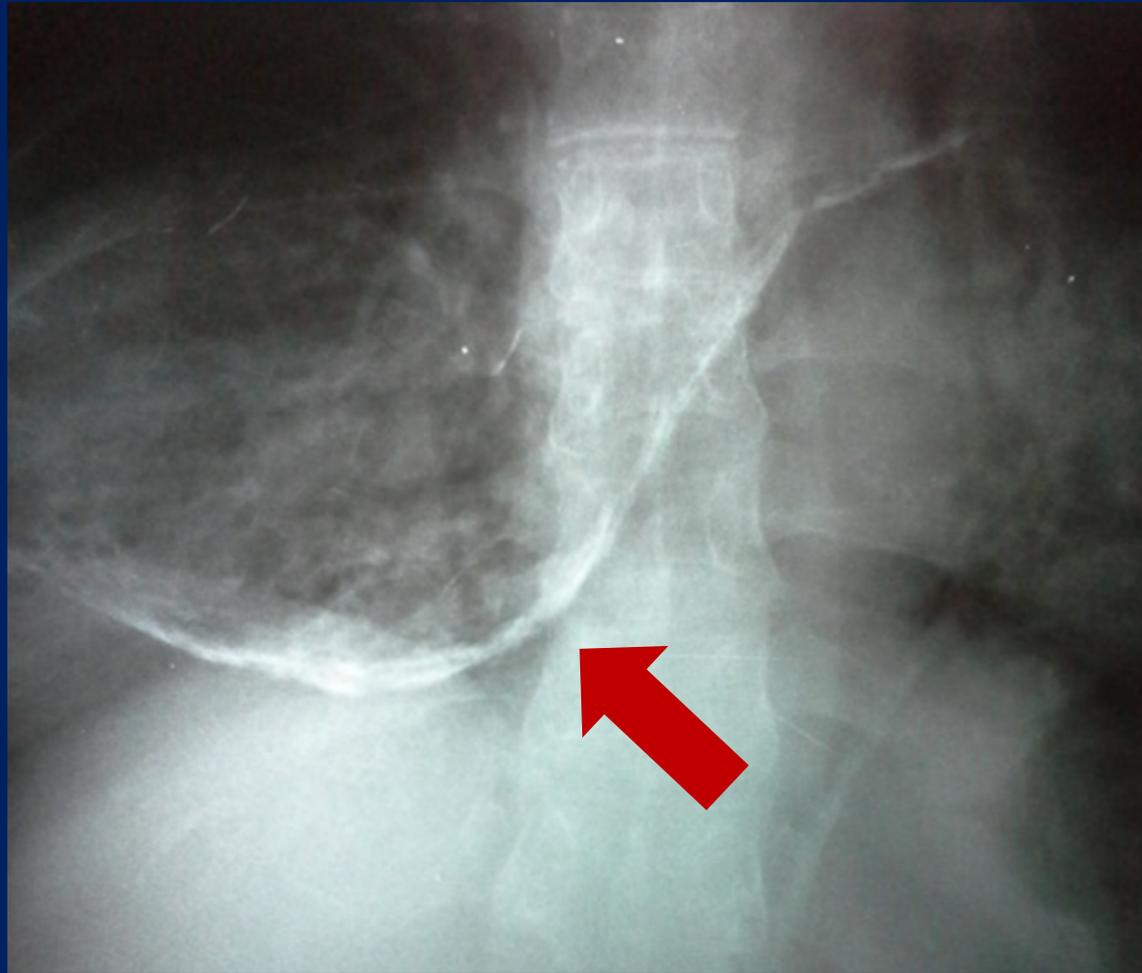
Radiografía simple de abdomen de pie.
